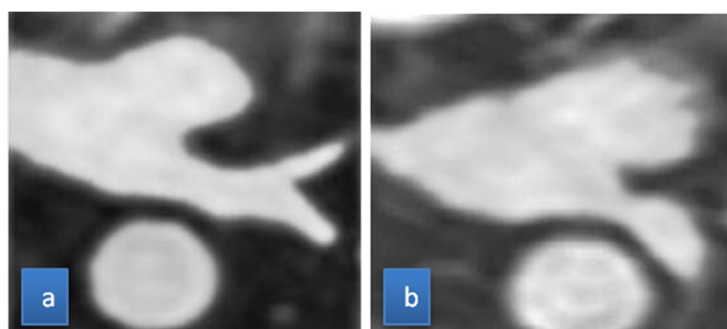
Estenosis severa post-ablación de una VII. Secuencia angio-RM 3D, reconstrucción en el plano axial (a) estudio pre-ablación. (b) estudio post-ablación.
